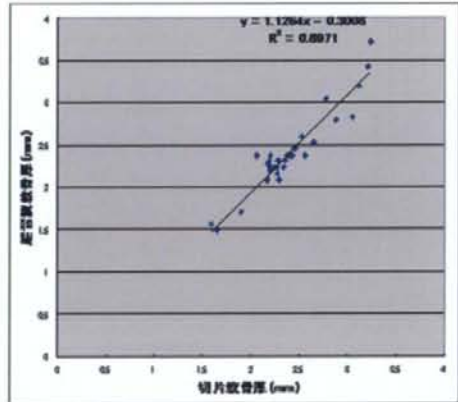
切片軟骨厚 (Tc) と超音波測定軟骨厚 (Tc-US) の関係
